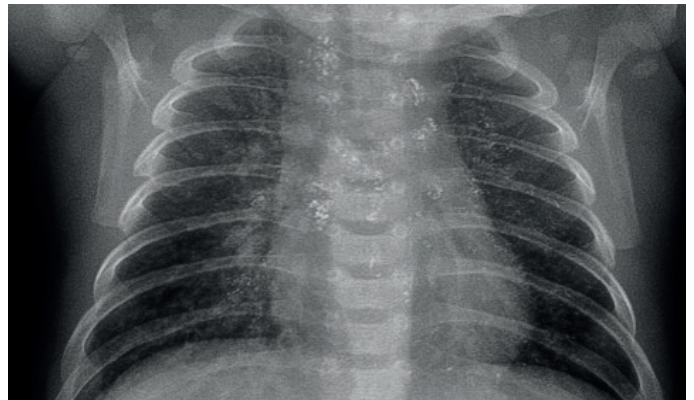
Radiographie du thorax 14 jours après l'embolisation des voies lymphatiques aberrantes. Le produit de contraste iodé résiduel est visible des deux côtés du poumon. Enfant en respiration spontanée, régression complète du chylothorax des deux côtés.
